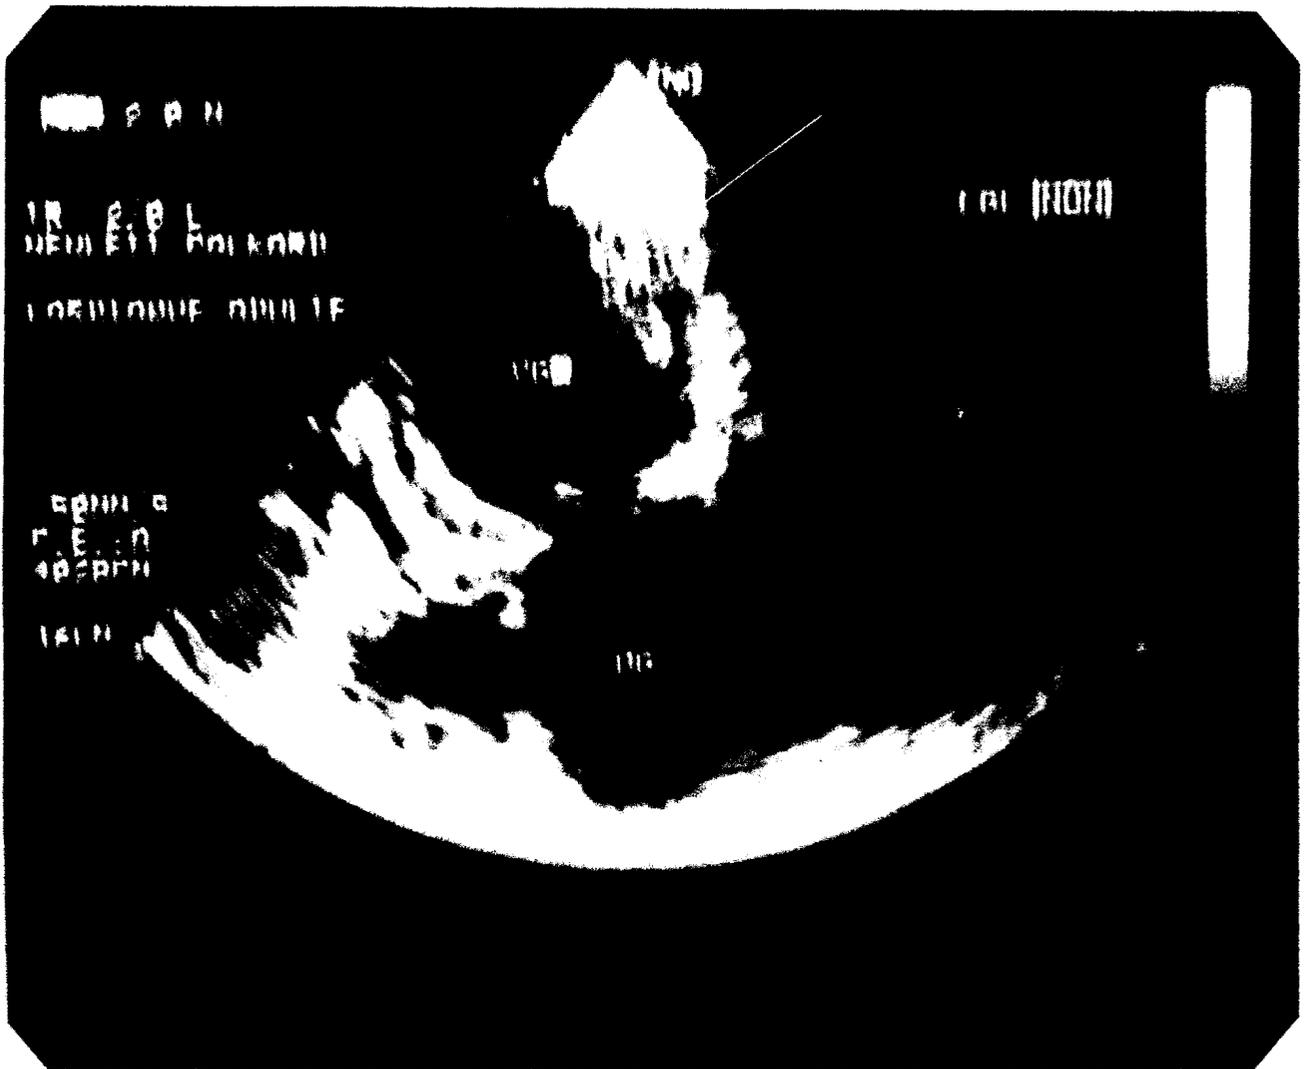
ECHOCARDIOGRAPHIE TRANSTHORACIQUE
